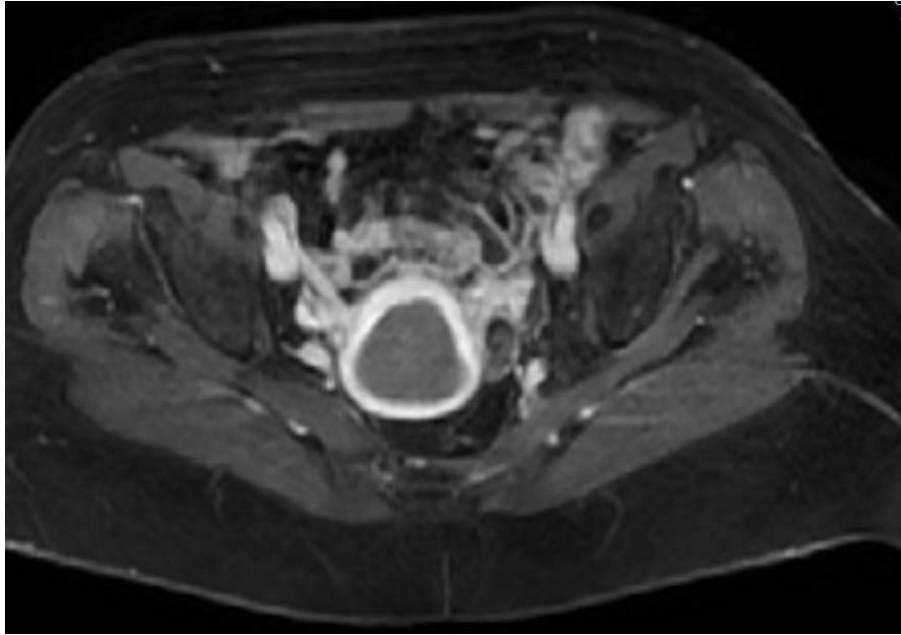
Imagen de resonancia magnética axial en T1 sospechosa de malignidad tras la administración intravenosa de contraste. A nivel de la porción inferior del cuerpo uterino muestra una cavidad endometrial totalmente ocupada por una masa sin aparentes signos de infiltración y típicamente hipocaptante.
